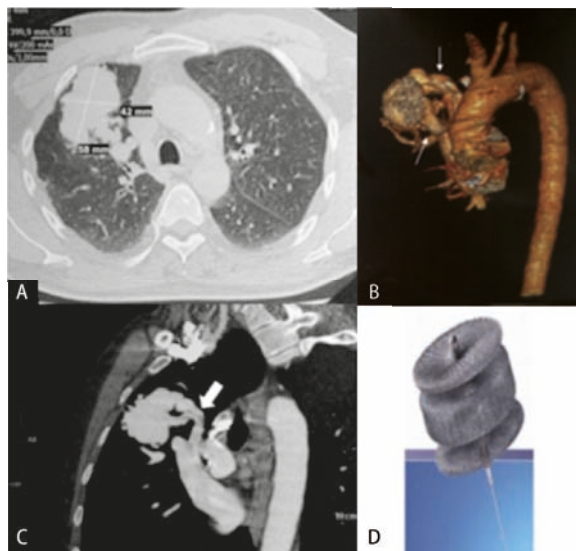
A. Angiotomografía pulmonar, se evidencia una malformación vascular gigante de 58 x 42 mm, en el segmento anterior del lóbulo superior derecho. B. Reconstrucción de las arterias aorta y pulmonar, donde se observan dos pedículos, ramas de la arteria pulmonar (flechas) hacia el nido de la malformación vascular. C. Angiotomografía corte sagital de la arteria pulmonar, se observa el pedículo superior de la malformación (flecha gruesa). D. Tapón oclisor vascular Amplatzer II AGA Medical.
